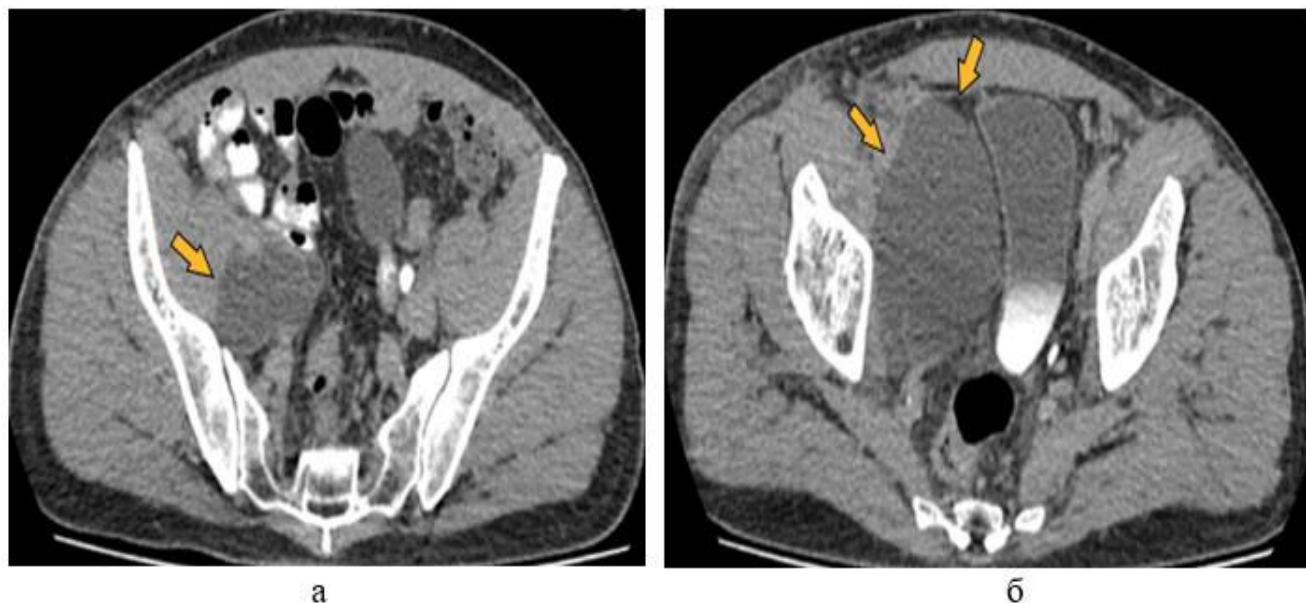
МСК-томограммы брюшной полости и забрюшинного пространства с внутривенным КУ пациента В., 47 лет: экскреторная фаза контрастирования в аксиальной плоскости (а, б). Определяется уринома в забрюшинном пространстве справа (желтая стрелка)
